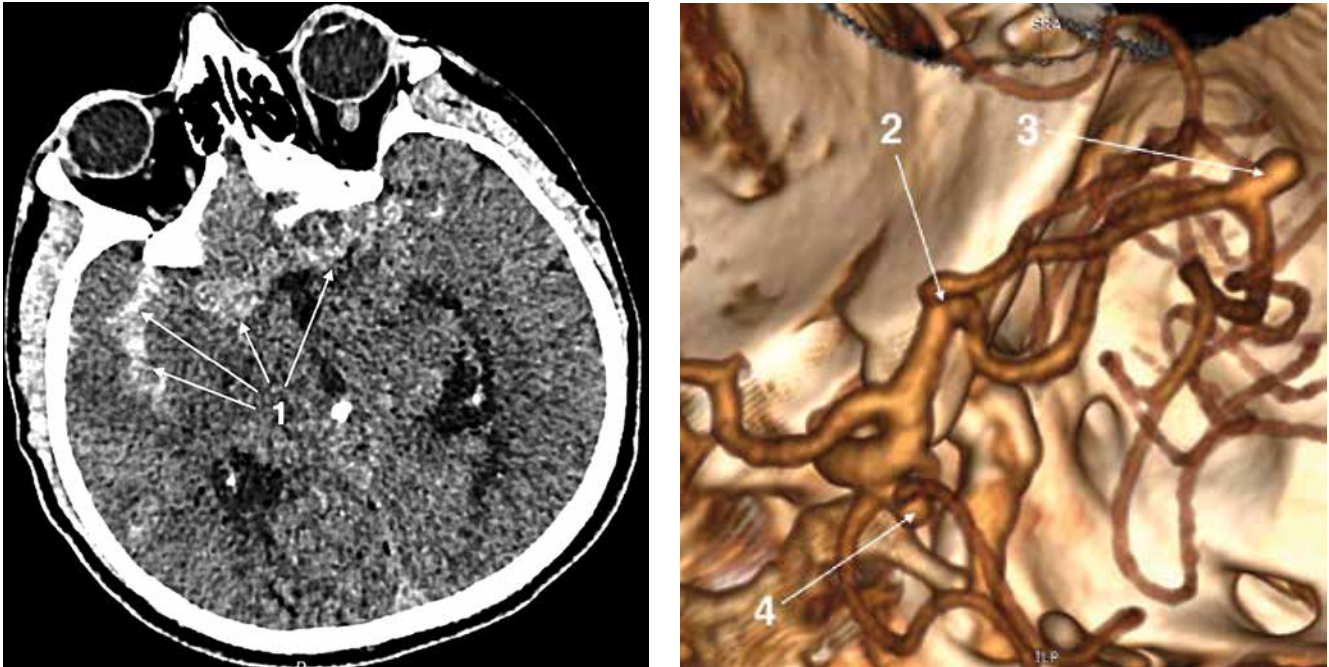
Компьютерная томография головного мозга и интракраниальных артерий (SSD-режим) пациента М. 1 – базальное субарахноидальное кровоизлияние; 2 – развилка правой средней мозговой артерии; 3 – аневризма М3-сегмента правой средней мозговой артерии; 4 – аневризма коммуникантного сегмента правой внутренней сонной артерии
